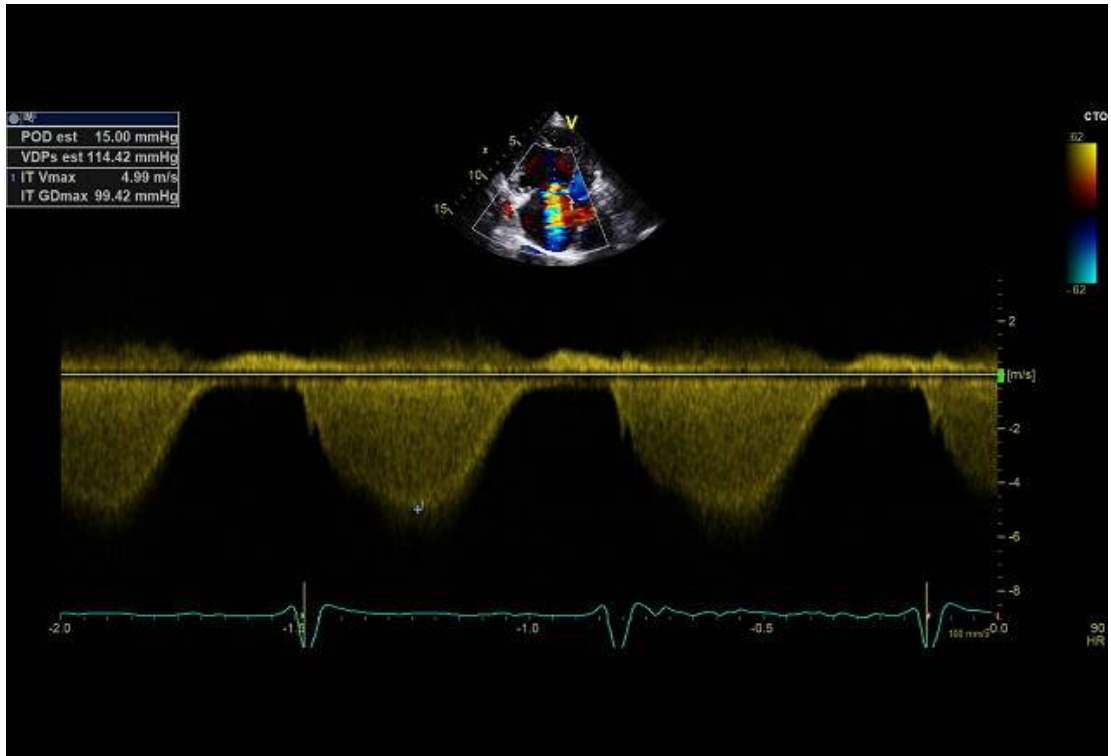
La PAPS est calculée par la formule $PAPS = 4V^2 + POD$, où V est la vitesse maximale du flux d'insuffisance tricuspide mesurée en Doppler continu, et POD est une estimation de la pression moyenne de l'oreillette droite
